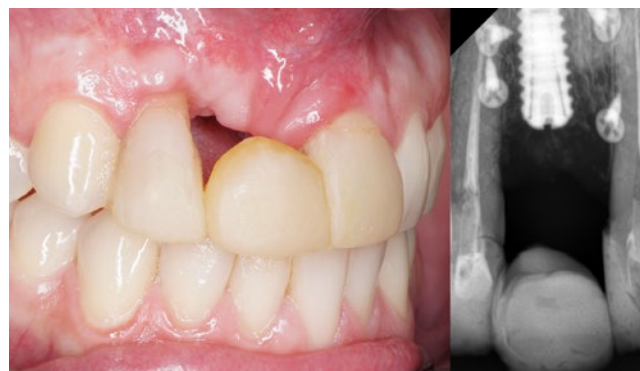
Первоначальная ортопедическая конструкция и рентгенологическая картина
